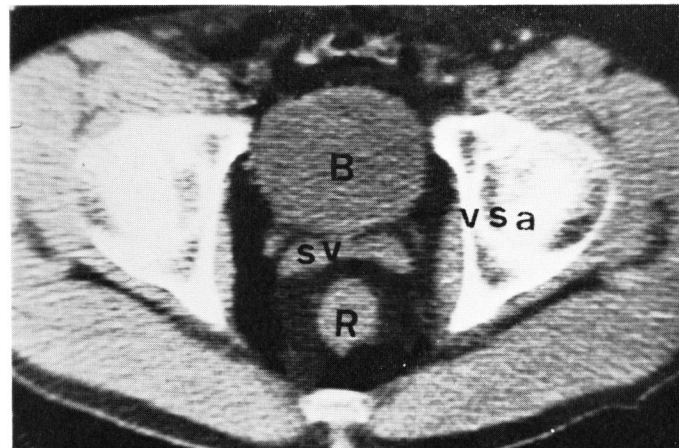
正常男性の膀胱, 精のう腺の CT 像. 滅菌オリーブ油で充満した膀胱 (B) の辺縁は平滑で, 精のう腺 (SV) は左右対称, 辺縁は平滑, 膀胱底部と精のう腺の境界である vesico seminal angle (vsa) も鮮明であった. 直腸 (R).
